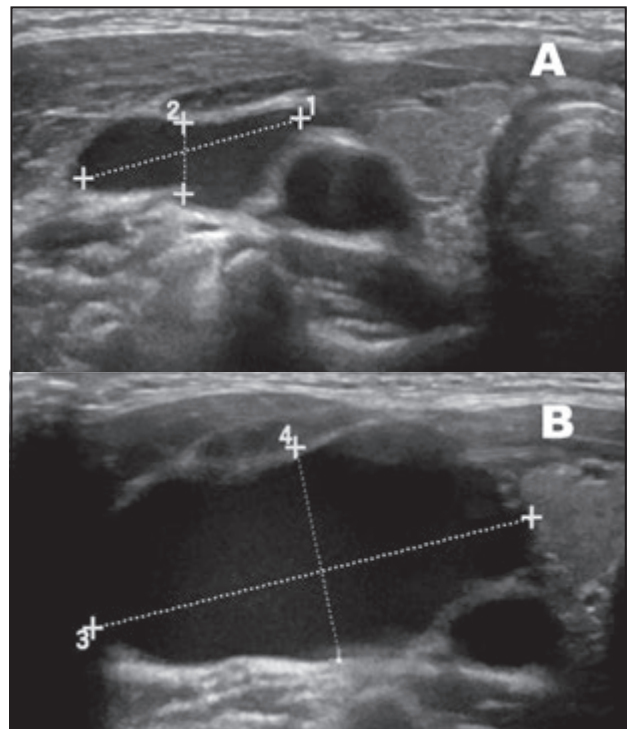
Ecografia cervical. S'observa dilatació de la vena jugular interna dreta sense signes de trombosi. En repòs mesura 15 x 15 cm (A), i amb maniobres de Valsalva, 30 x 15 cm (B).
